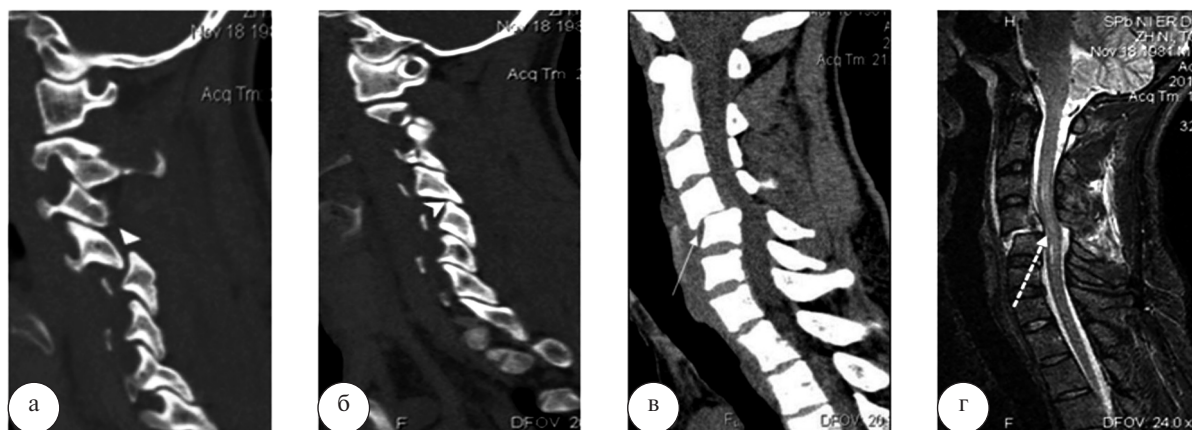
Пострадавший Т., 32 года. ЗПСМТ ШОП. Осложненный флексионно-компрессионный вывих С4 слева, подвывих С4 справа. Ушиб и компрессия СМ. КТ ШОП в сагиттальной реконструкции (а, б, в). МРТ ШОП в сагиттальной (г – Stig ИП) проекции. Нарушение соотношения (вывих) в левом межпозвоночном суставе С4–5 (▲). Нарушение соотношения (подвывих) в правом межпозвоночном суставе С4–5 (▼). Антелистез С4 (†). Отек и компрессия за счет межпозвоночной грыжи СМ (‡)
